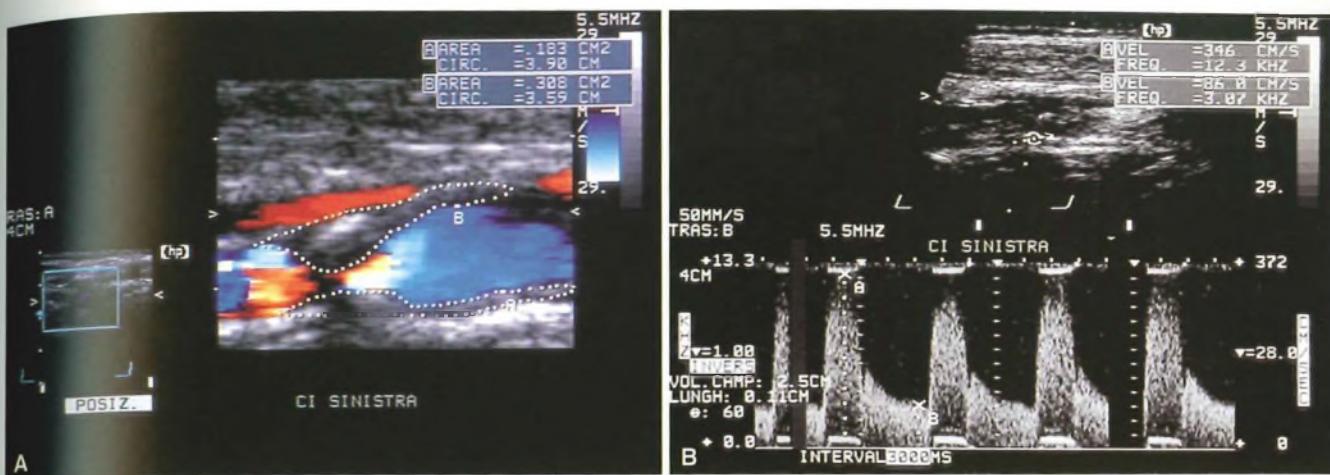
Eco-color-Doppler di carotide interna sinistra: A) stenosi a manicotto emodinamicamente significativa di materiale misto iso-ipoeccogeno all'origine della carotide interna (sezione longitudinale); B) analisi spettrale della velocità registrata sul punto di massima stenosi.
